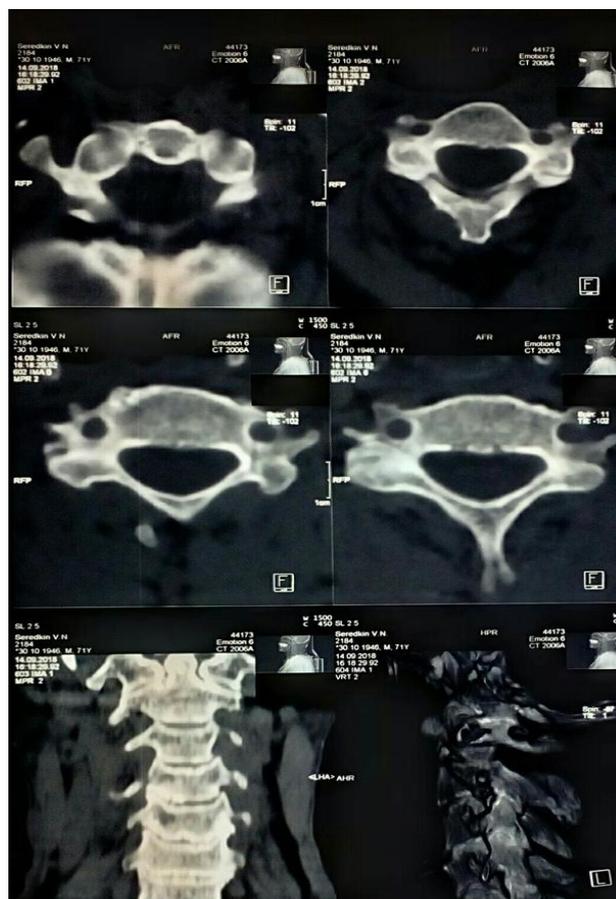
Рентгеновская томография шейного отдела позвоночника.
